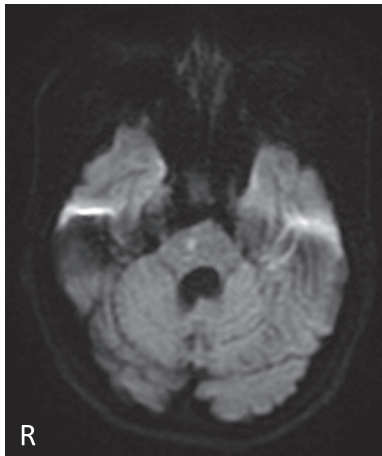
Brain MRI findings at the second episode of cerebral infarction. Diffusion-weighted image showed a hyperintense lesion in the mid-pons apart from the first infarction.
